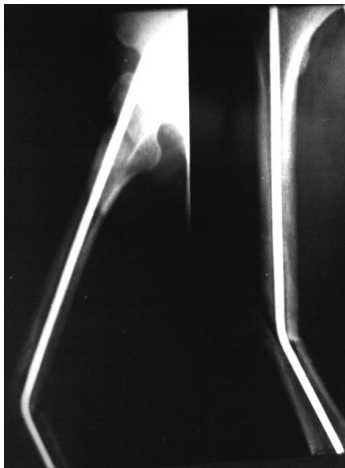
Рентгенограмма правого бедра больного Я. с деформированным металлическим стержнем
